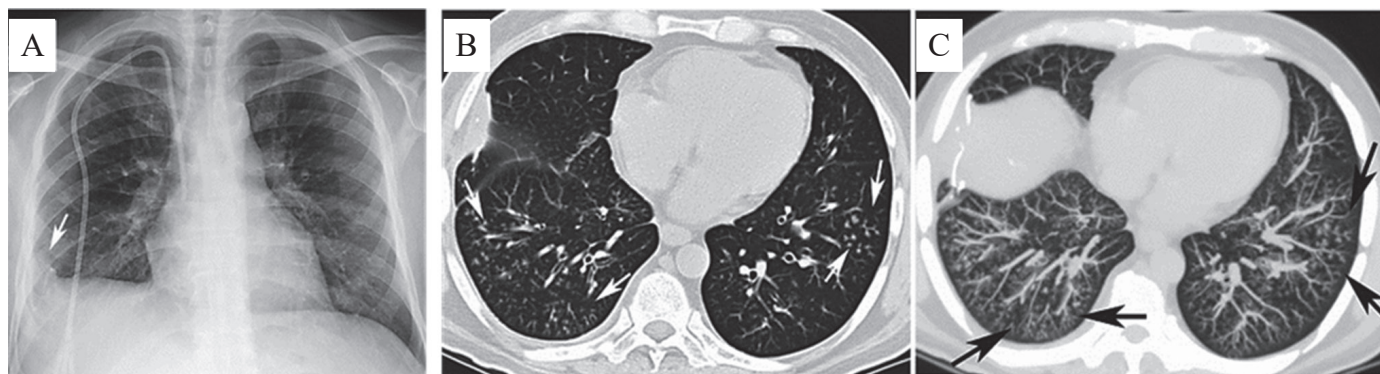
Пневмовірусна пневмонія (респіраторно-синцитіальний вірус – RSV) [20]. А: малоінтенсивні вузликові утворення та локальне плевро-легеневе рубцювання в базальних відділах правої легені на рентгенограмі ОГК; В,С: аксіальне КТ та MIP- зображення: симптом «дерева в бруньках» («tree-in-bud opacities») в нижніх частках.
